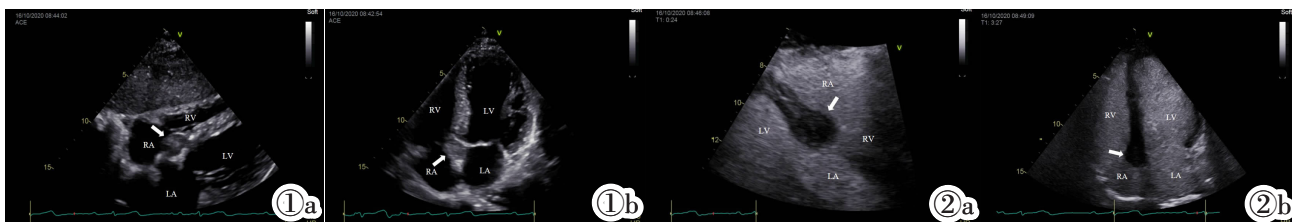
术前经胸二维超声心动图。图1a:剑突下四心腔切面,房间隔右房面稍低回声占位(箭头所示),边界清晰;图1b:心尖四心腔切面,箭头所示为病变部位。图2 术前心脏超声造影,房间隔右房面占位与心肌呈同步灌注但增强程度稍低于心肌,病变与心肌融为一体(箭头所示)。图2a:剑突下非标准切面;图2b:心尖四心腔切面。
